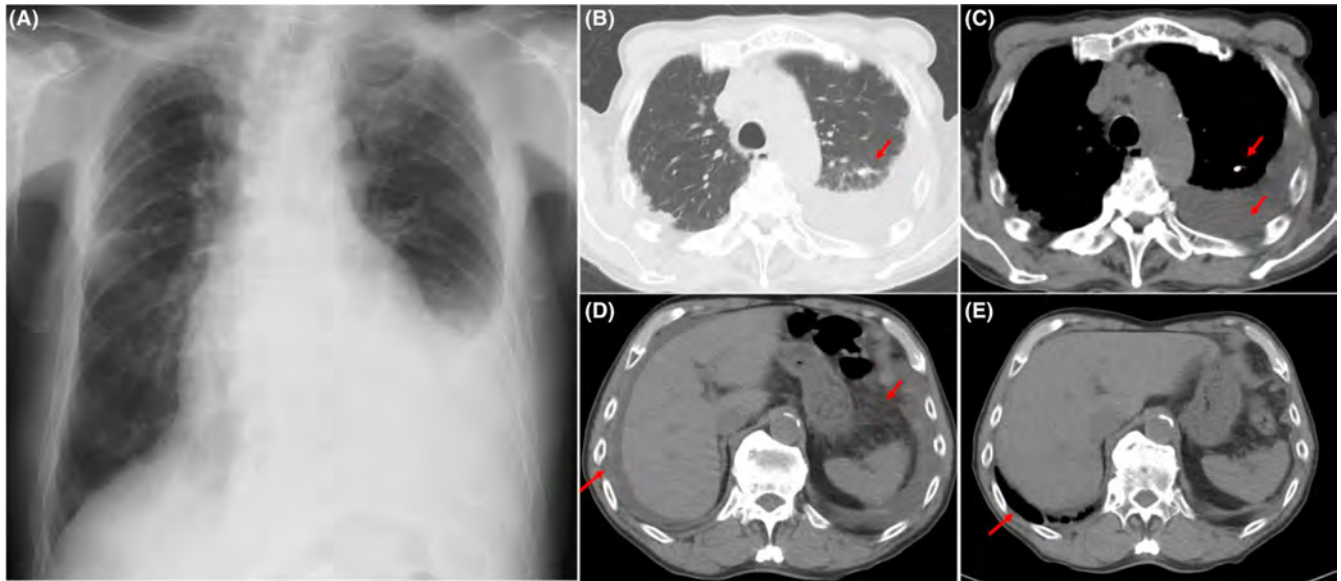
Chest radiograph shows the left pleural effusion and mild thickening of the minor fissure (A). Chest computed tomography (CT) reveals a calcified nodule in the upper lobe of the left lung and left pleural effusion (B, C). Abdominal CT reveals minor ascites, irregular thickening of the peritoneum, and thickened mesenteric soft tissue (D). Abdominal CT after 2 months of antituberculosis treatment reveals no ascites (E)
